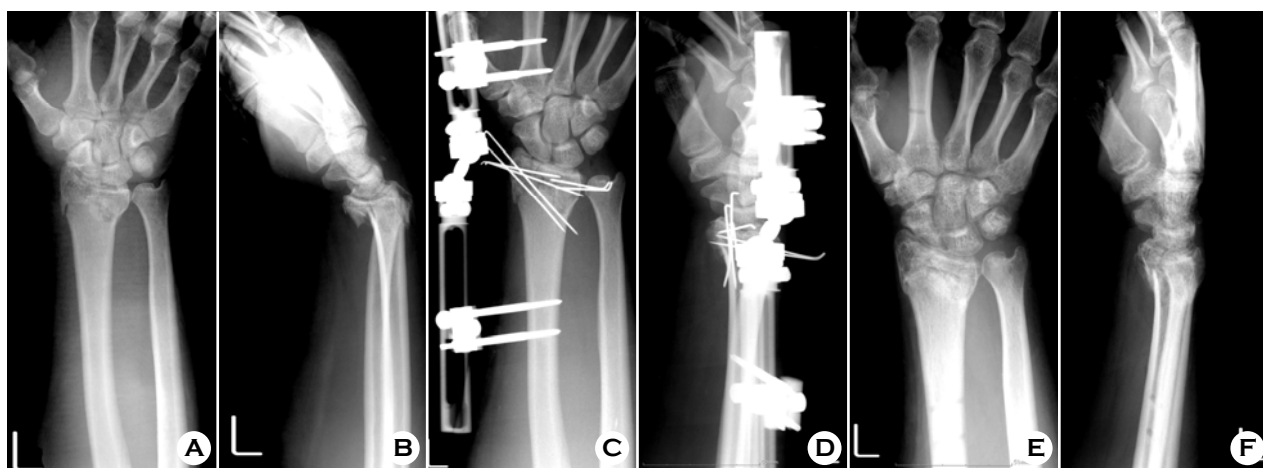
(A, B) Preoperative radiographs of 38 year-old male patient show AO/ASIF classification type C3 fracture in distal radius. (C, D) Postoperative radiographs show that radial height, radial inclination and volar tilt are restored. (E, F) 6 degrees of volar tilt is shown after removal of external fixator.
